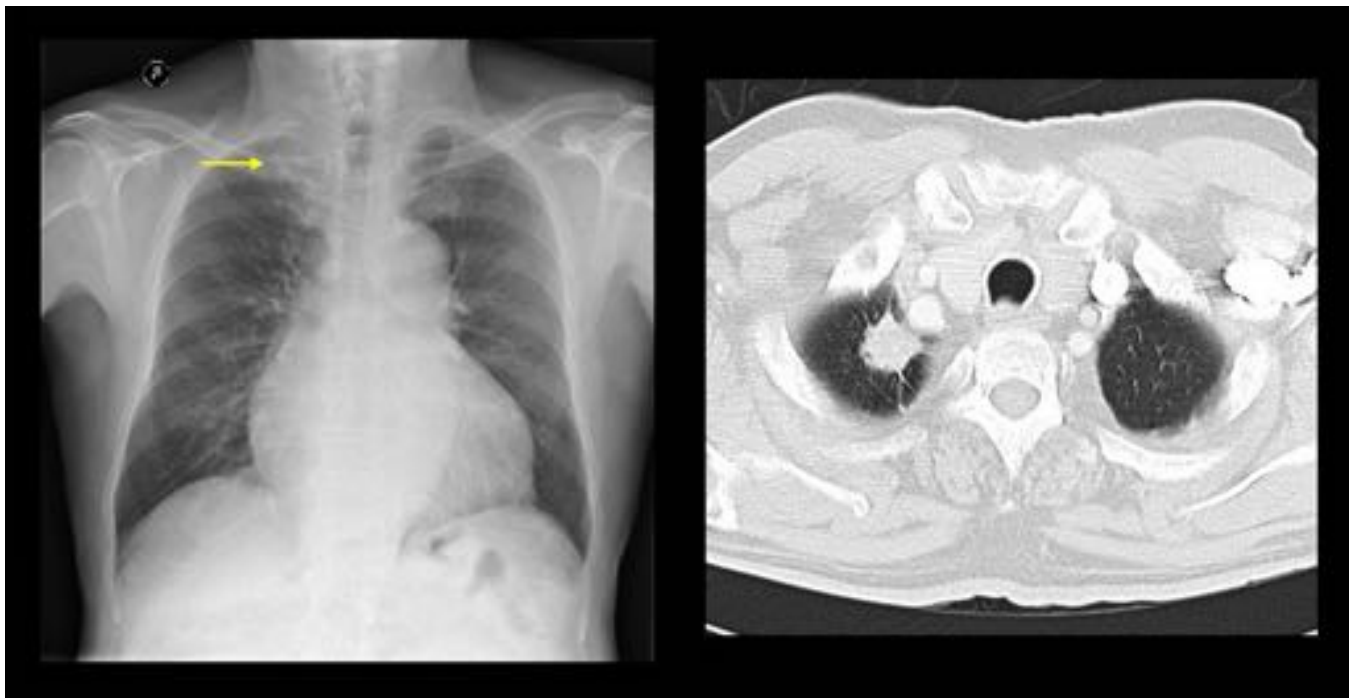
CASO 1– Varón de 75 años, asintomático que presenta cardiomegalia y un aumento de densidad paramediastínico superior derecho (flecha) en la radiografía de tórax. En el TC TAP, nódulo sólido de 2,2 cm con bordes espiculados en el segmento apical del LSD, sospechoso de neoplasia. La anatomía patológica de la lobectomía superior derecha fue linfoma B de tipo marginal, extranodal (MALT) con marcada diferenciación plasmocelular y amiloidosis AA secundaria.
